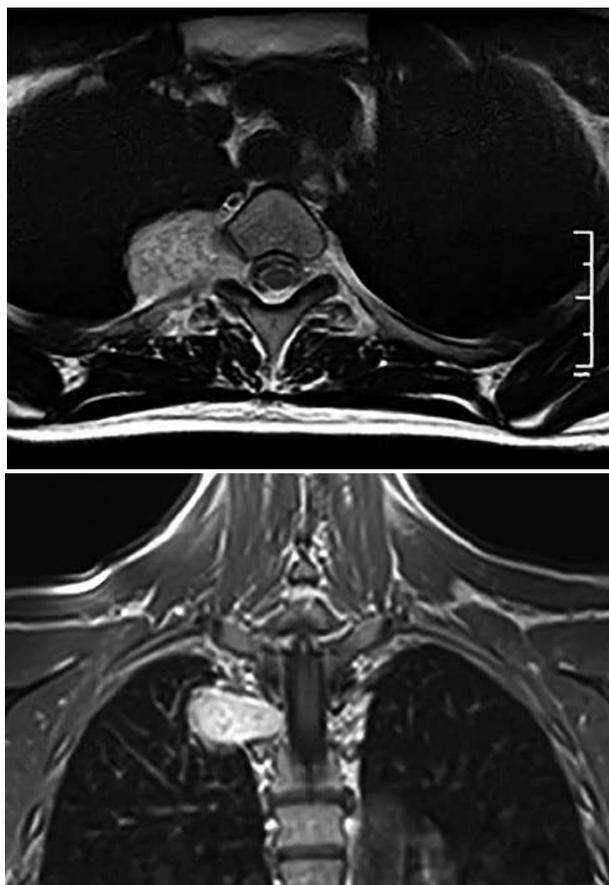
Пациентка С., предоперационные МРТ-граммы с контрастным усилением грудного отдела позвоночника, в 2 проекциях. Экстрамедуллярное объемное образование спинного мозга типа «песочные часы» на уровне позвонков Th_{III}-Th_{IV} справа, с ростом в плевральную полость с компрессией верхушки правого лёгкого
